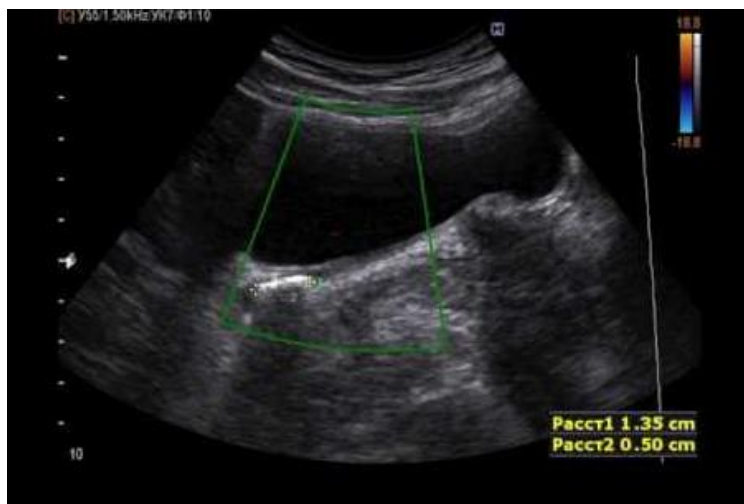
УЗИ пациента С., 21 год. Визуализируется конкремент в с/3 правого мочеточника.
